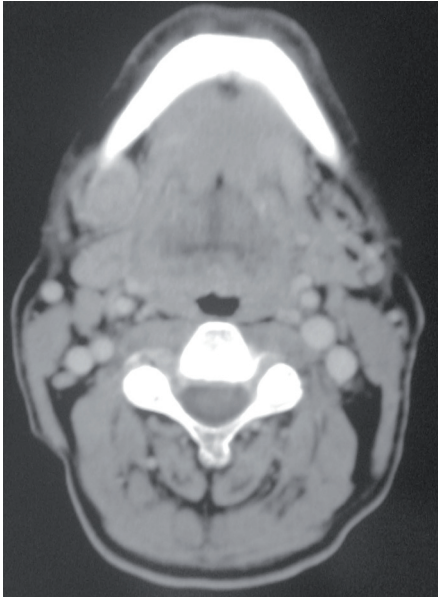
TC con linfadenopatia sottomandibolare
